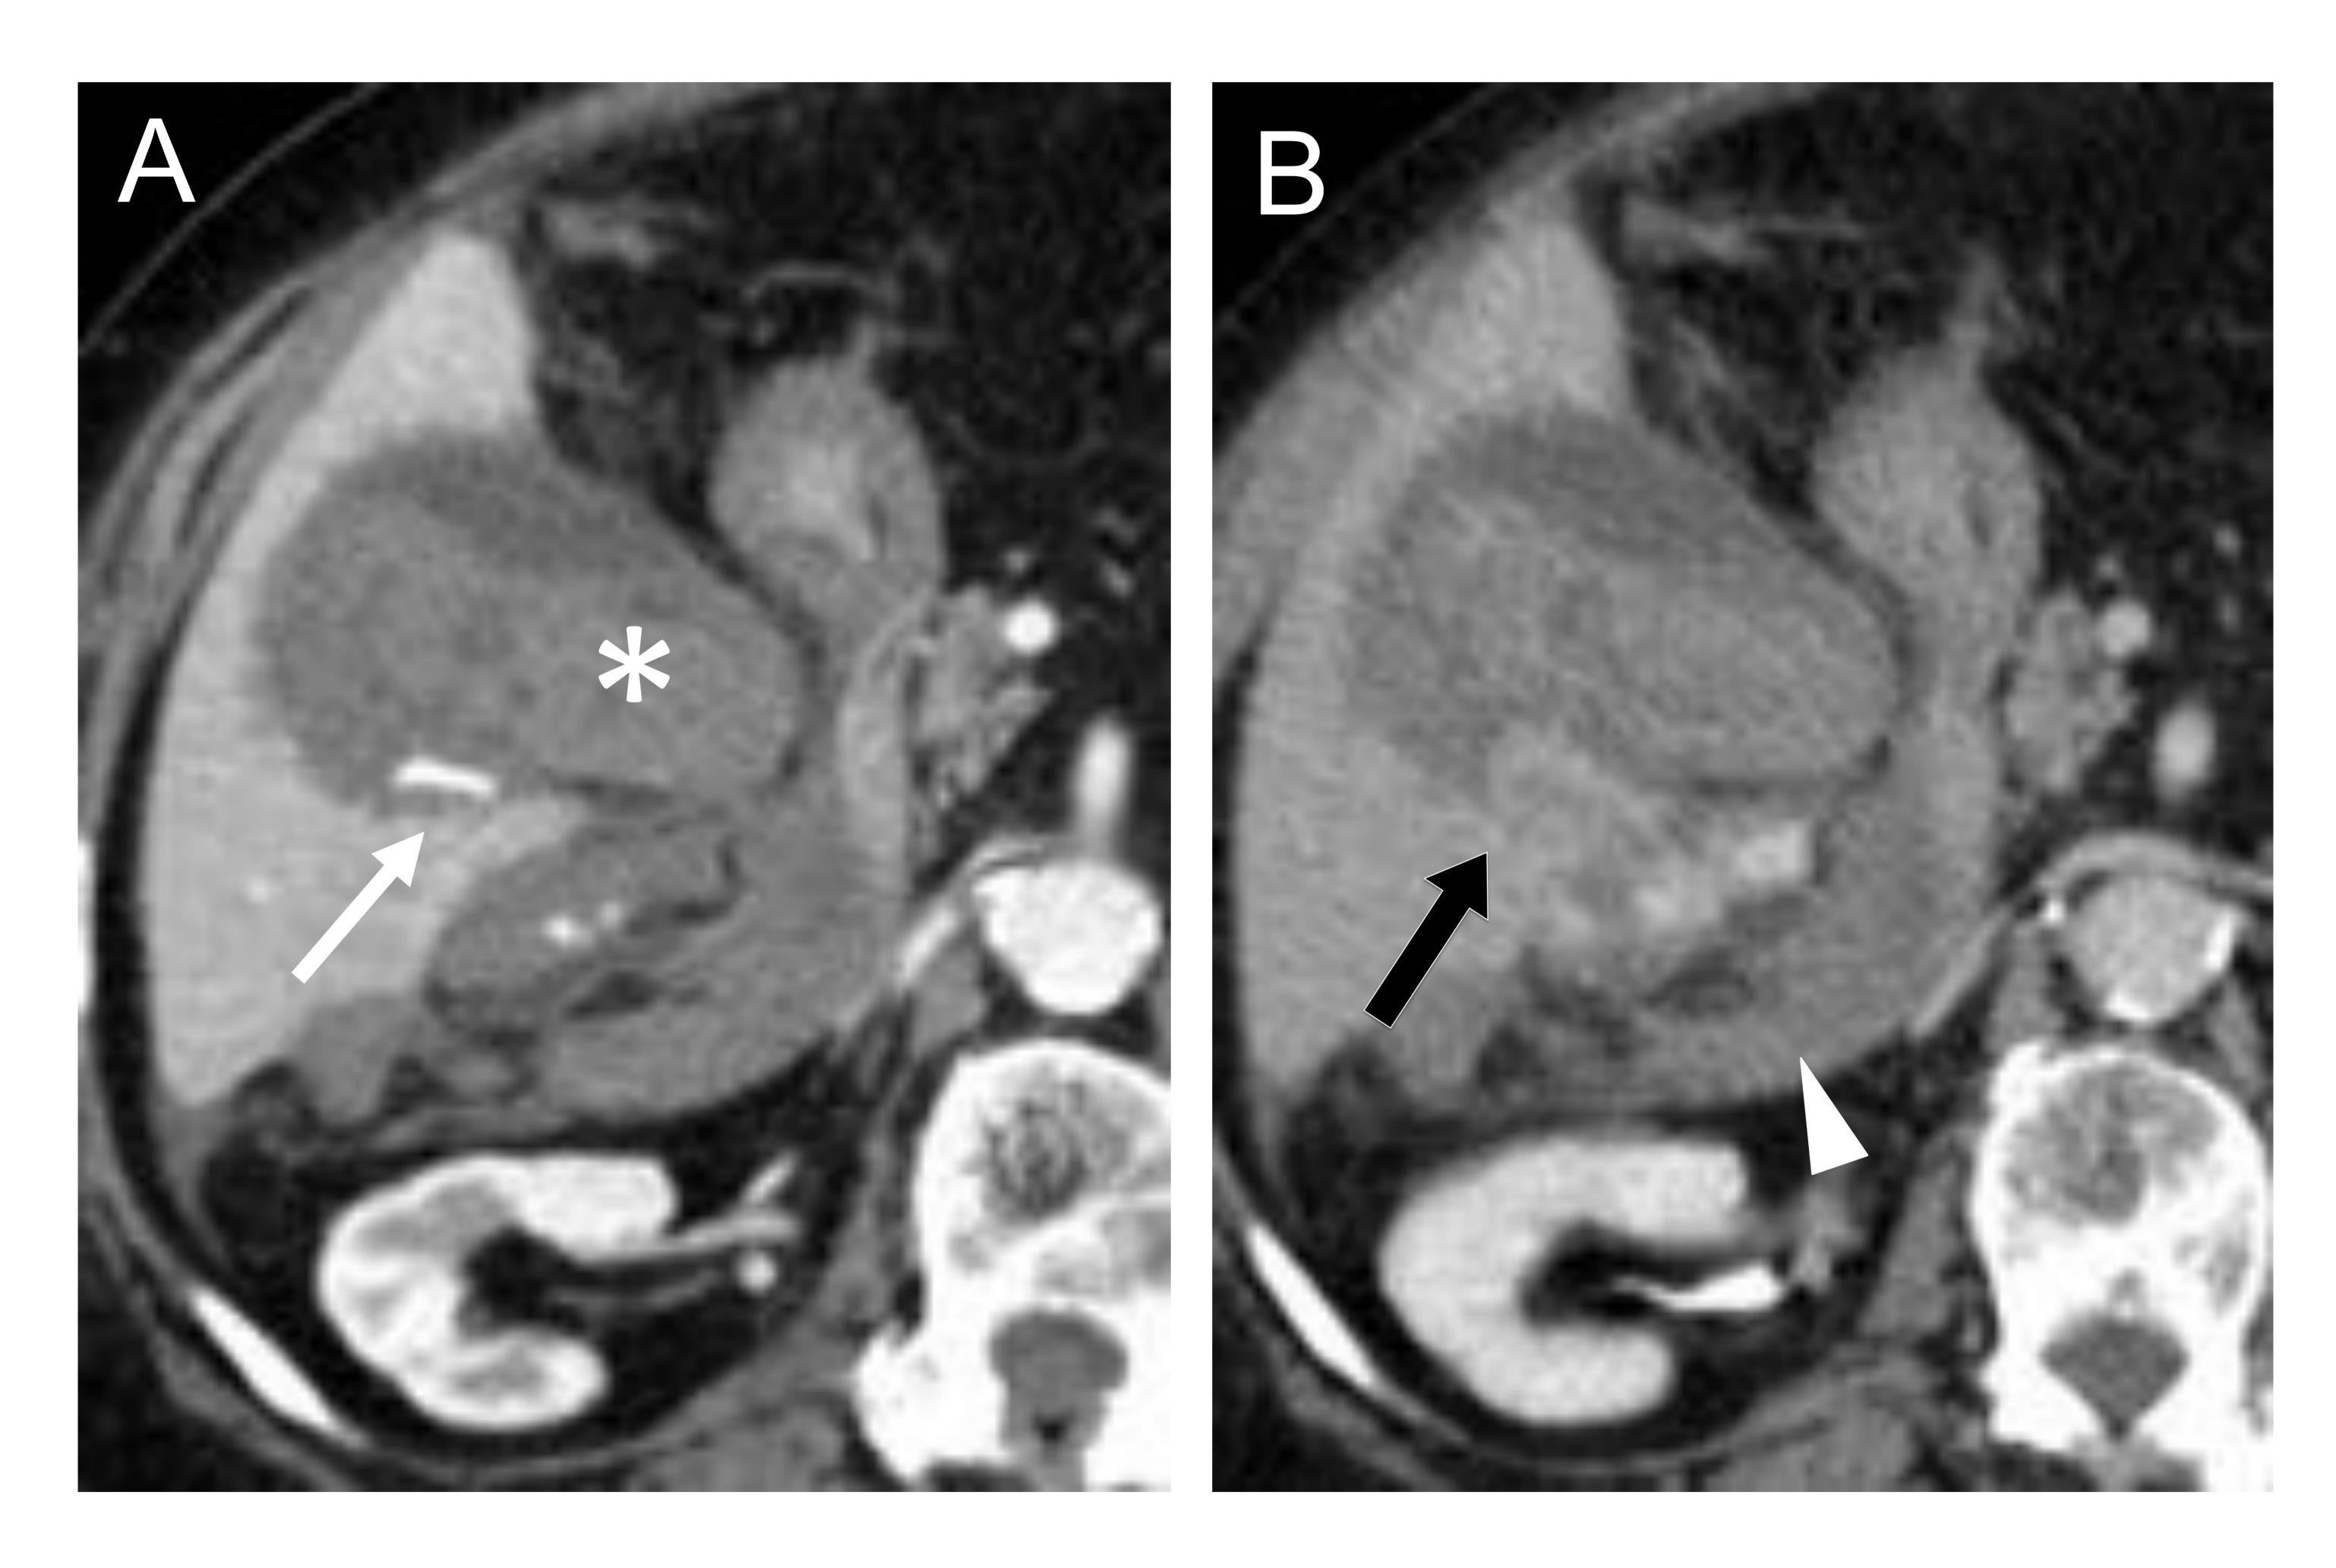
TC con CIV de mujer de 89 años (misma que en figura 1) en fase arterial (A) y venosa (B). La tomografía mostró material hiperdenso intravesicular (*) con focos de extravasación de contraste (flecha blanca) que aumentaban en la fase venosa (flecha negra) compatibles con sangrado activo. Signos de perforación vesicular con hemoperitoneo asociado (punta de flecha).
